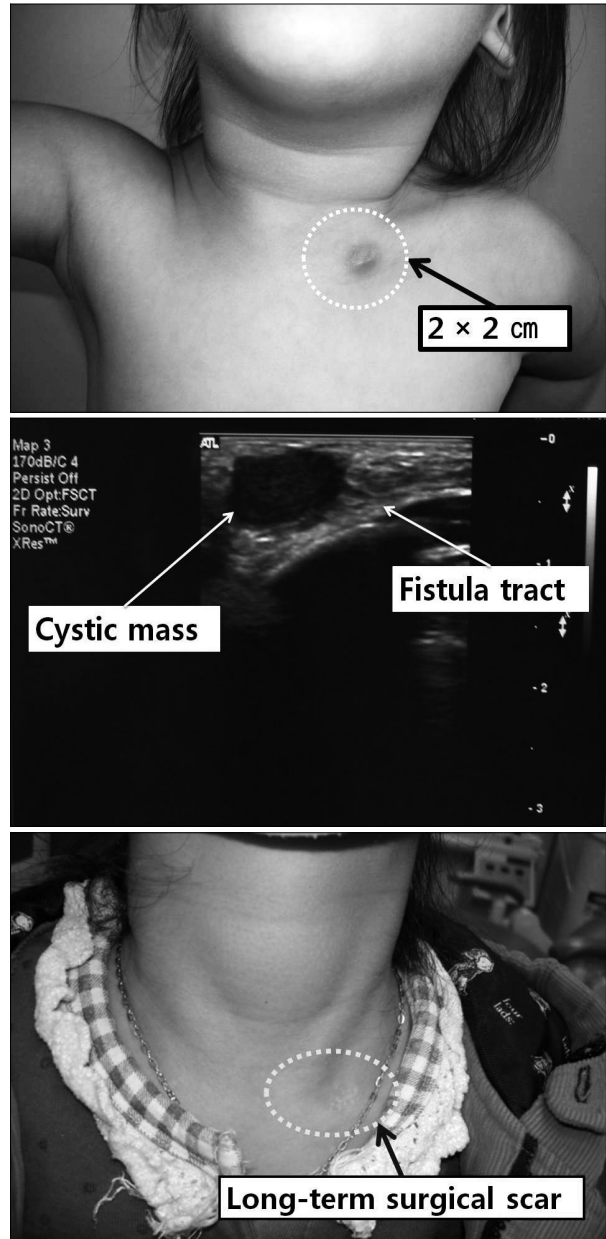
(Above) Preoperative photographic finding shows a 2-year-old female with a cervical branchial cyst. (Center) Ultrasonographic finding shows cystic mass and fistula tract. (Below) This photography shows surgical scar.
